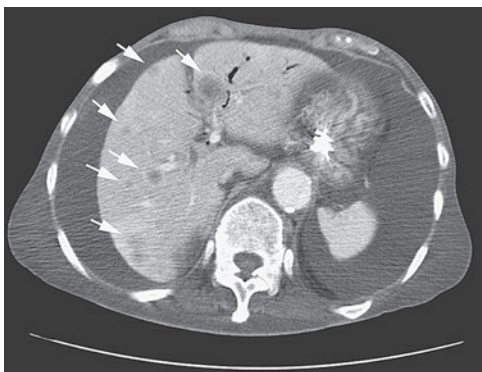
腹部CT：肝両葉に早期濃染を伴う低吸収結節の
